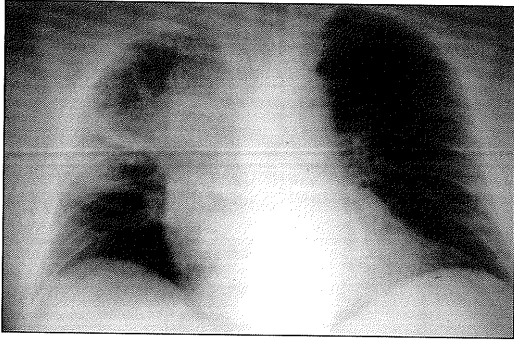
Bedside radiograph of the chest, revealing an infiltration in the superior lobe of the right lung.
